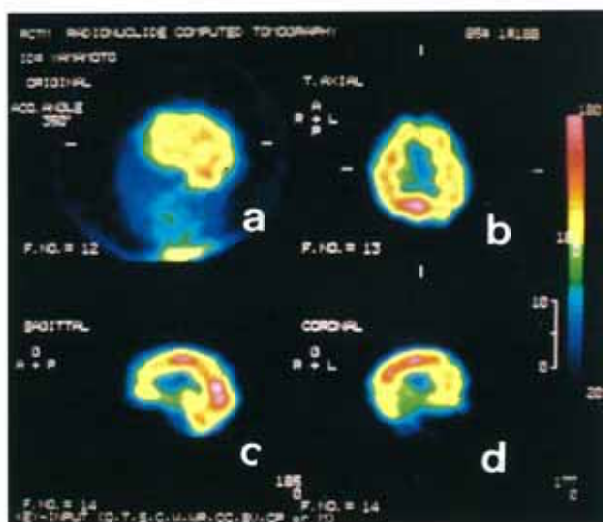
Normal study in a 55-year-old female using IMP and SPECT.
